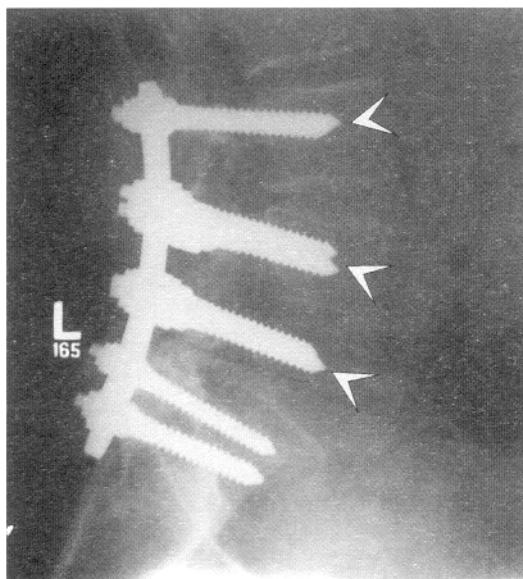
Латеральна рентгенограма того ж пацієнта, що й на рис. 2, на якій видно правильний поперековий лордоз та сагітальний баланс, відновлений шляхом фіксації відростків хребців гвинтами. Стрілками вказано на відсутність ореолу навколо верхівок гвинтів, що свідчить про їх добру фіксацію, а отже, високу ймовірність стабільного артродезу.
